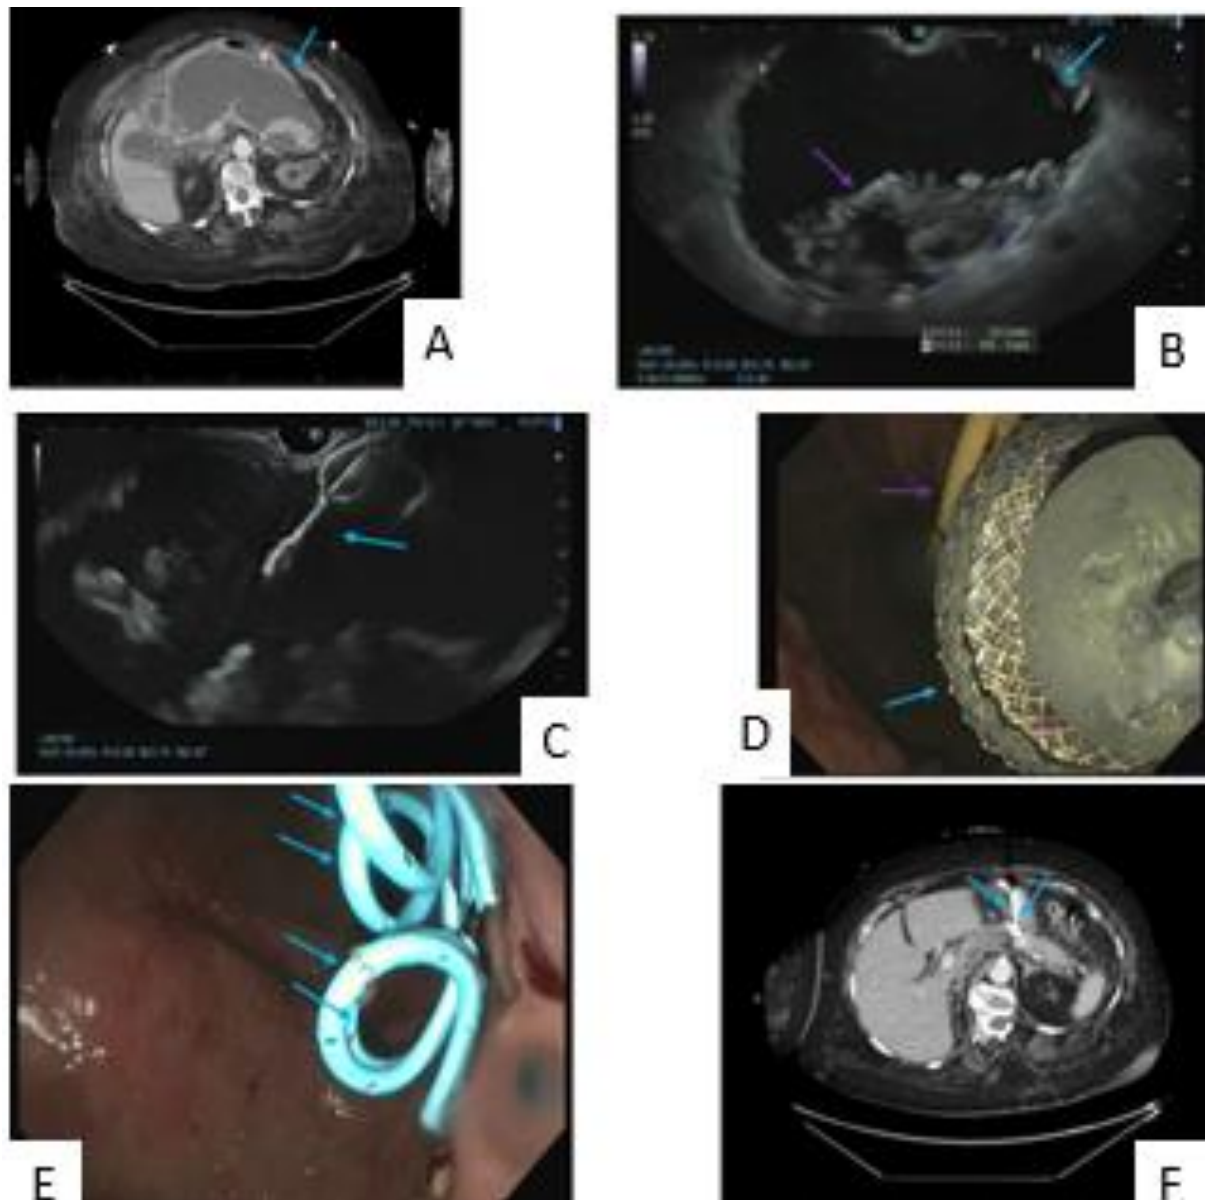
(A) La tomodensitométrie axiale de l'abdomen avec contraste a révélé une grande zone de nécrose pancréatique cloisonnée (flèche) chez un patient atteint de pancréatite biliaire et de calculs biliaires. (B) L'échographie endoscopique a montré une grande collection liquidienne (flèche bleue) avec des débris nécrotiques (flèche violette). (C) La flèche a montré la mise en place d'une prothèse métallique auto-expansible de type lumen-apposing (LAMS) (flèche) dans la cavité nécrotique. (D) Image endoscopique du LAMS (flèche bleue). À noter, il y avait également une sonde nasojéjunale en plus du LAMS (flèche violette). (E) Quatre drains double pigtail ont été placés dans la cavité nécrotique (flèches bleues). (F) La tomodensitométrie axiale de l'abdomen avec contraste a révélé une zone de nécrose pancréatique cloisonnée effondrée avec les drains double pigtail (flèches) en place (179).
